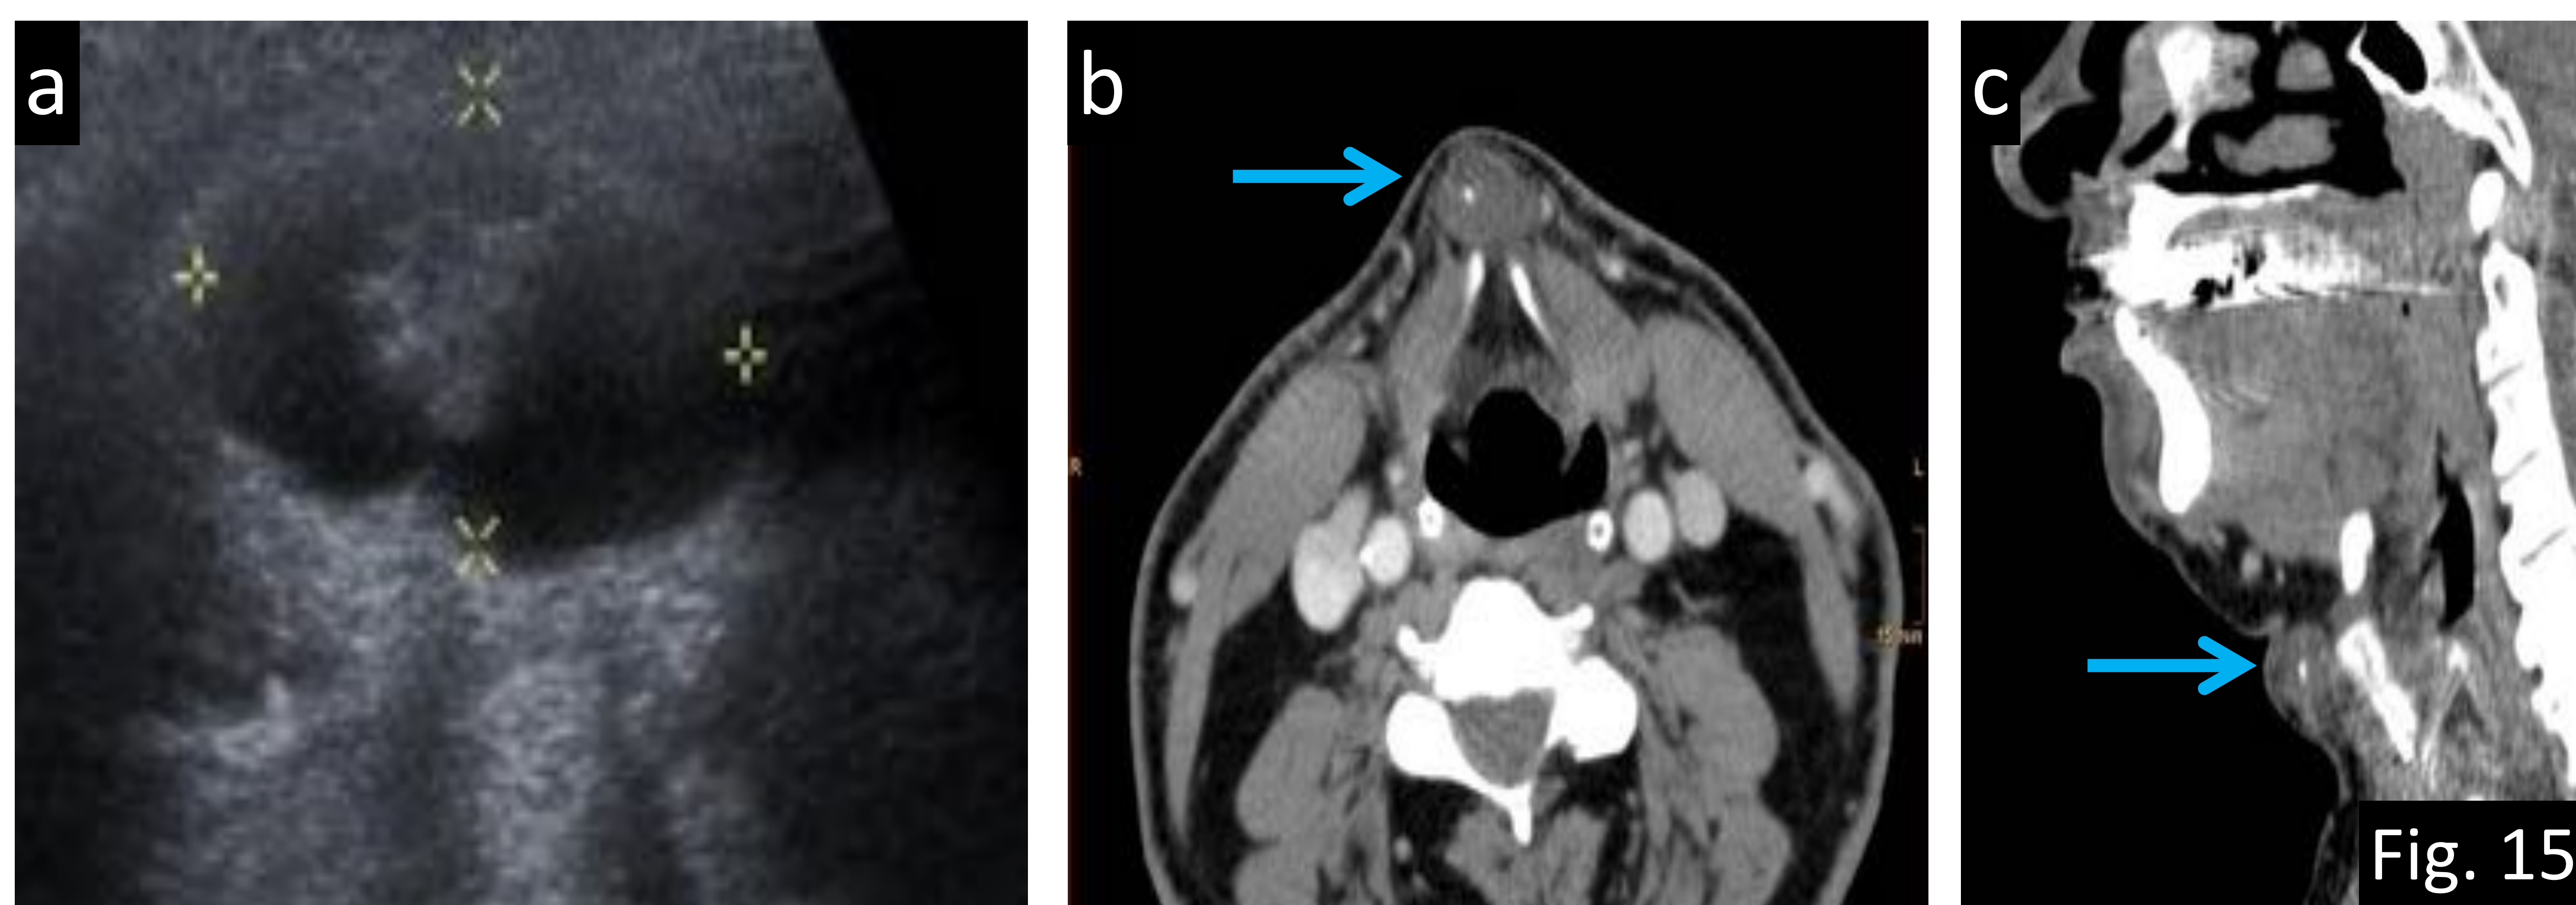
Ejemplo de error de percepción (satisfacción del informe). a) Ecografía de cuello transversal donde se evidencia una lesión mixta sólido-quística en la línea cervical anterior sugerente de quiste tirogloso. El componente sólido debe hacernos pensar en la presencia de carcinoma intraquístico. b) TC axial con CIV y c) TC sagital con CIV confirman la lesión quística en la línea media cervical en localización infrahioidea (flechas) con una pequeña calcificación en su interior y componente sólido que realza tras la administración de CIV sugerente de carcinoma papilar en quiste del conducto tirogloso.
